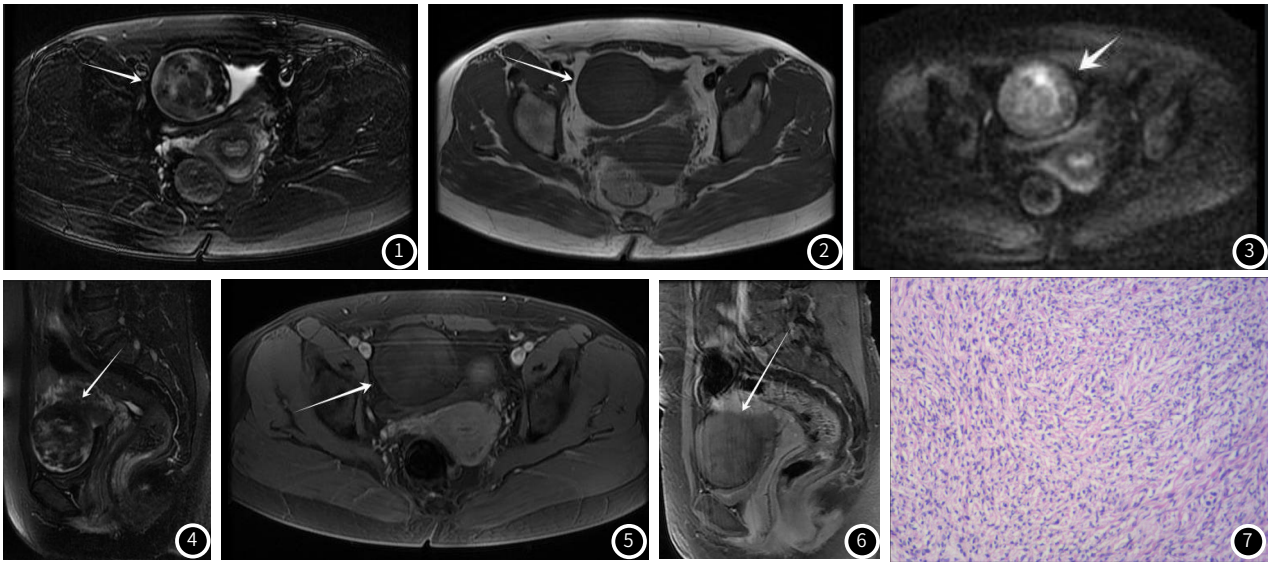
女, 49岁。MRI T₂WI示右侧卵巢囊实性肿块(箭), 以实性成分为主, 实性部分与子宫肌层相比呈稍低或稍高信号, 囊性部分呈絮状囊变。图2 T₂WI示病变实性部分与子宫肌层相比呈等信号(箭)。图3 DWI病变实性部分呈稍高混杂信号(箭)。图4 T₂WI示右侧卵巢囊实性肿块(箭), 以实性成分为主, 实性部分与子宫肌层相比呈稍低或稍高信号, 囊性部分呈絮状囊变。图5~图6 MR增强扫描病变实性部分呈轻度强化(较子宫肌层强化程度低)。图7 肿瘤由卵泡膜细胞组成, 胞质适量, 有少许纤维化(HE×10)。
